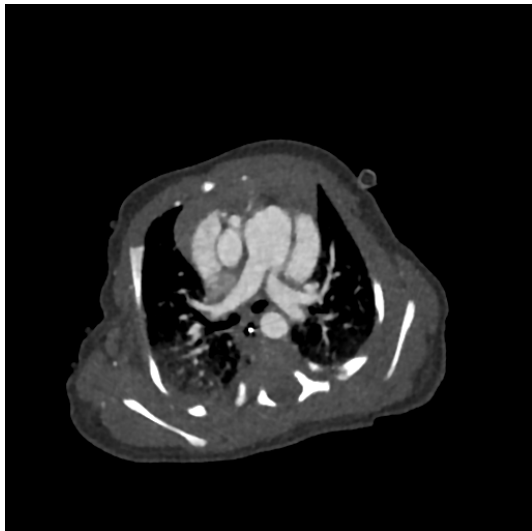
神奈川県立こども医療センターにおける DORV 患者の心臓造影 CT 画像の例 (MBIR 法)
